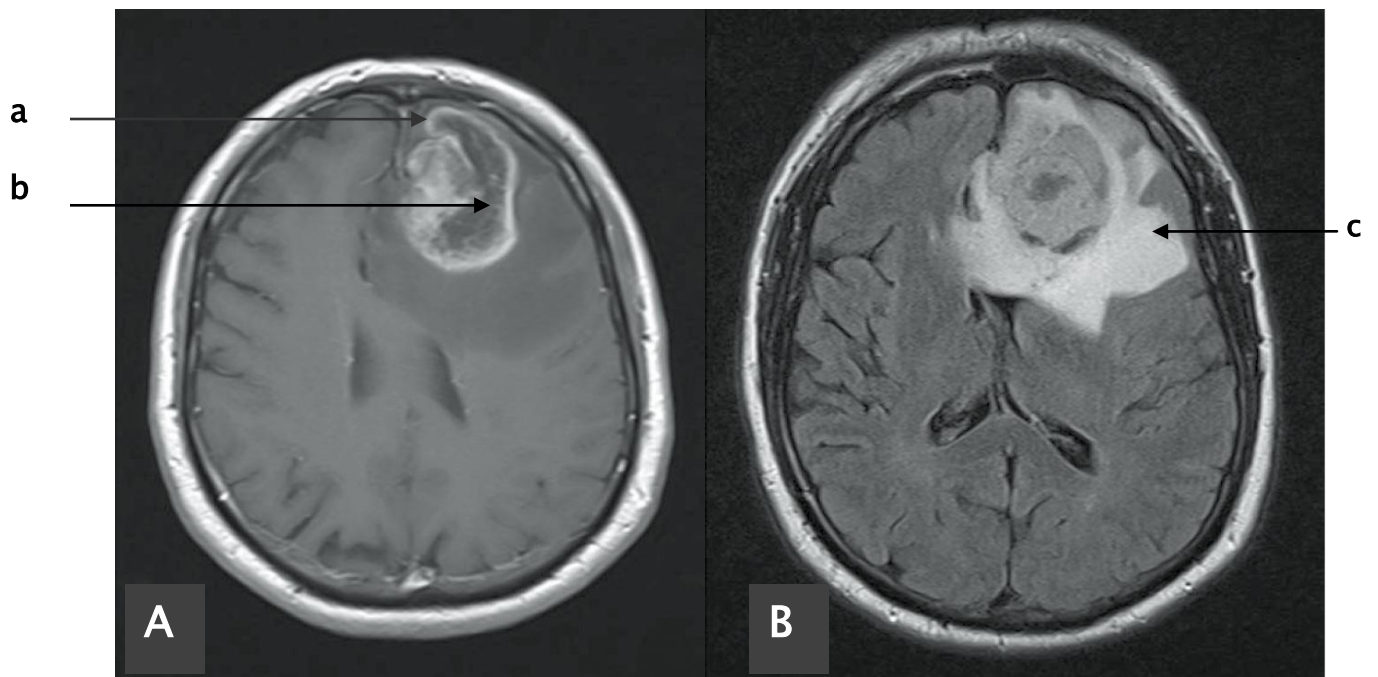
IRM cérébrale montrant un gliosarcome intraaxial gauche entrant en contact avec la dure mère. La séquence T1 avec injection de gadolinium (A) montre un rehaussement en ring-like irrégulier (a), avec nécrose centrale (b). Le FLAIR (B) met en évidence un important œdème périlésionnel (c) avec effet de masse [49].
